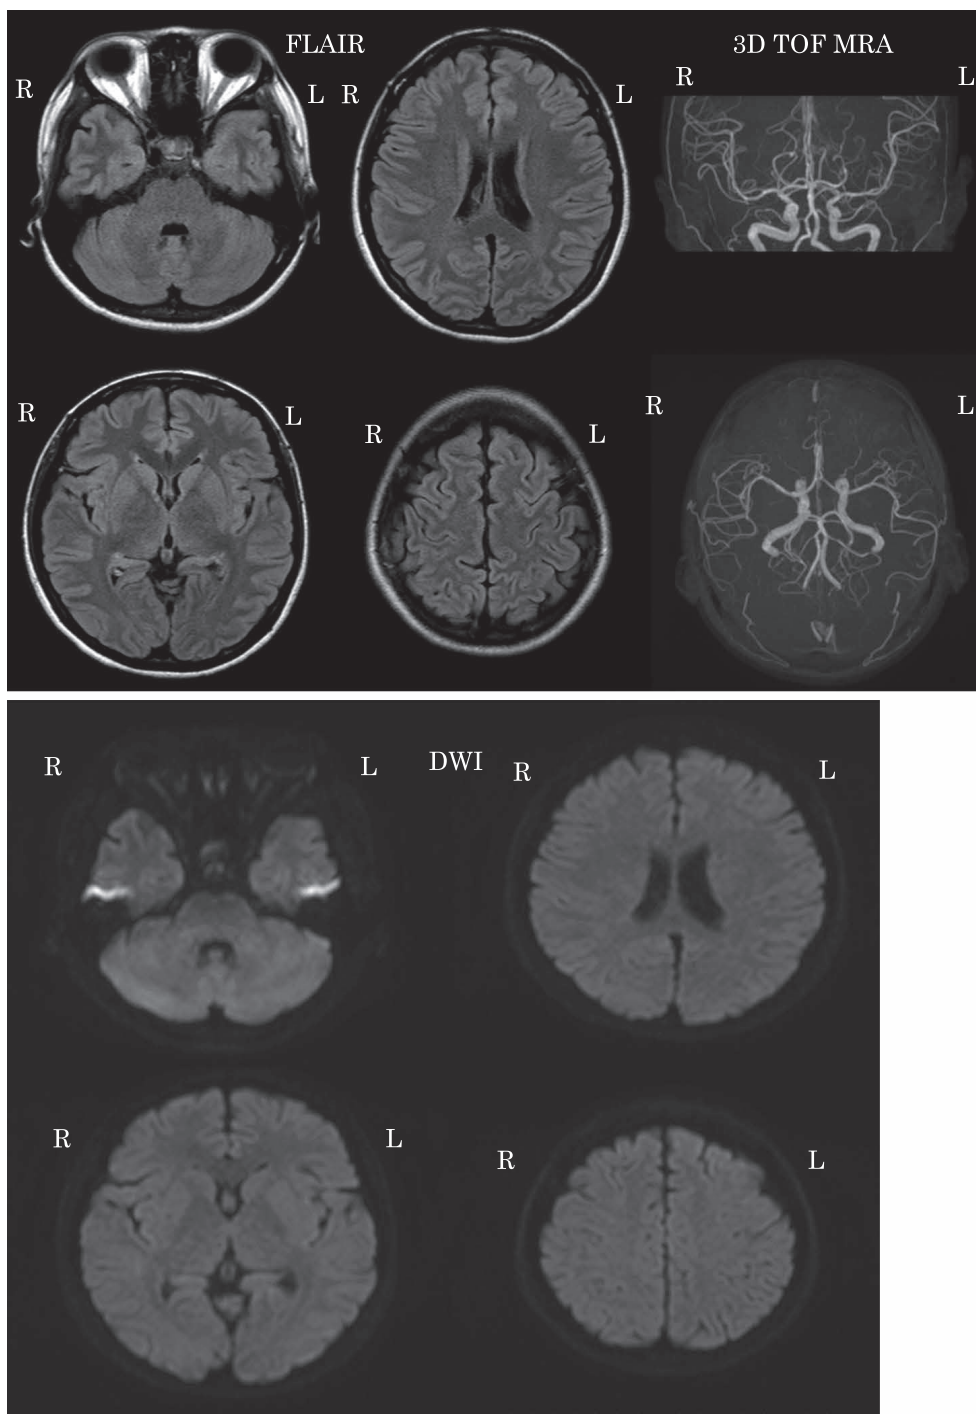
MRI image (3 T) on day 11.
